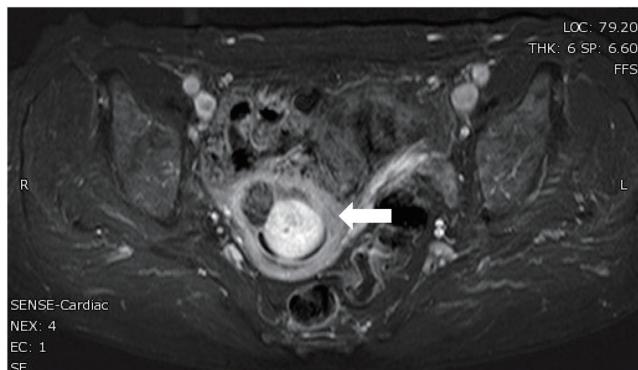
骨盤MRI検査（造影、T1強調画像、横断面）
